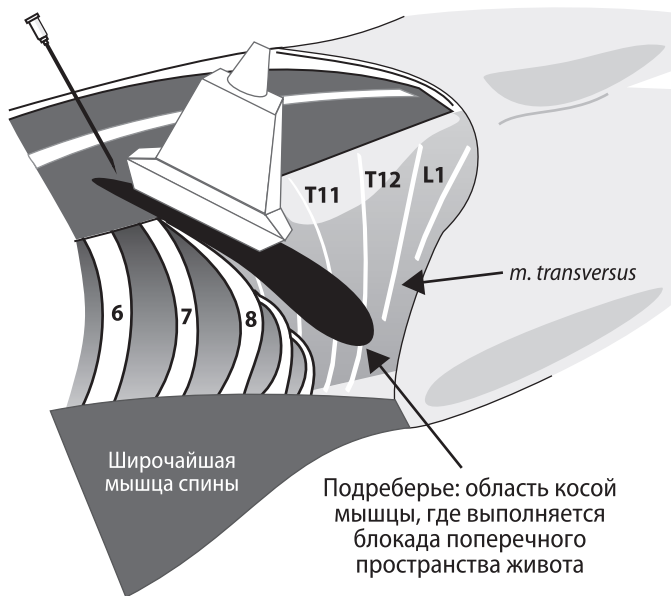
Положение иглы и датчика УЗИ-сканера при выполнении наклонной БППЖ (воспроизведено с любезного разрешения доктора P. Hebbard)
